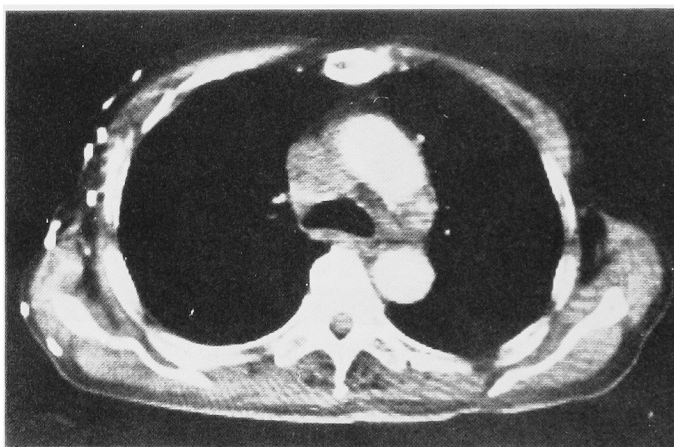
胸部 CT スキャン (1984年9月): 縦隔リンパ節は 35×22 mm に縮小している.
